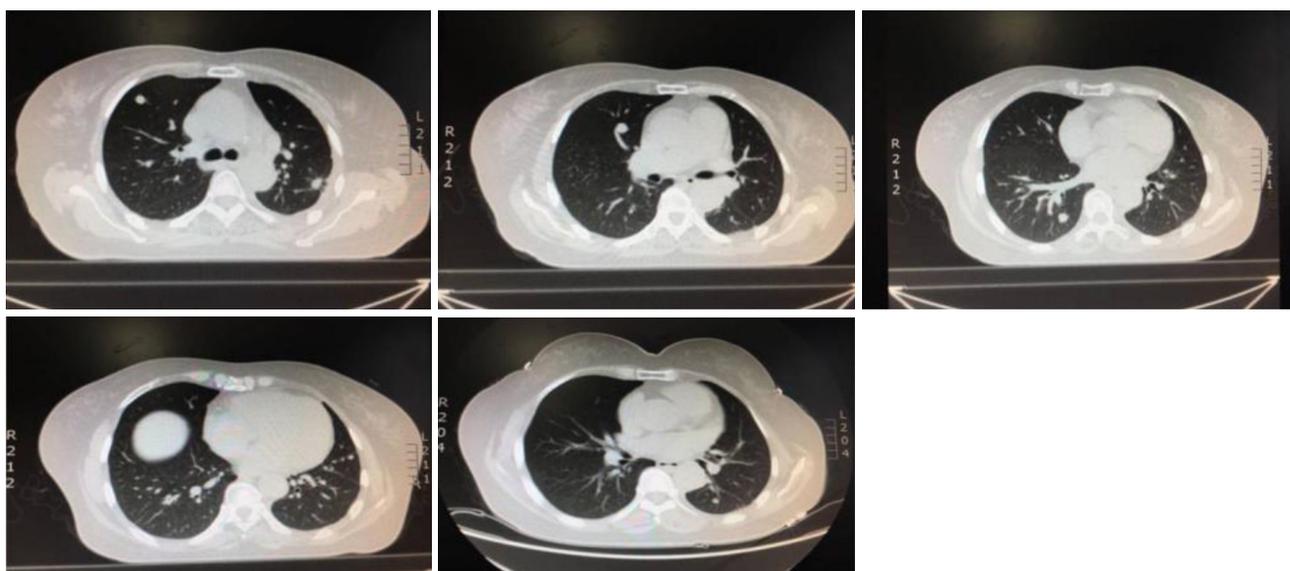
六线奥西替尼联合贝伐珠单抗治疗2周期后复查CT所示原发病灶及双肺多发转移瘤
